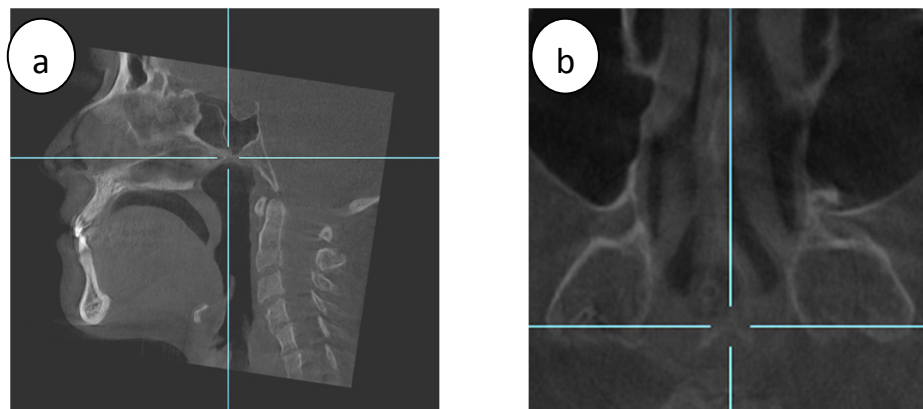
a) Imagen donde se ubica el punto Vi en el plano sagital en la CBCT. b) Ubicación del punto Vi en el plano axial.
